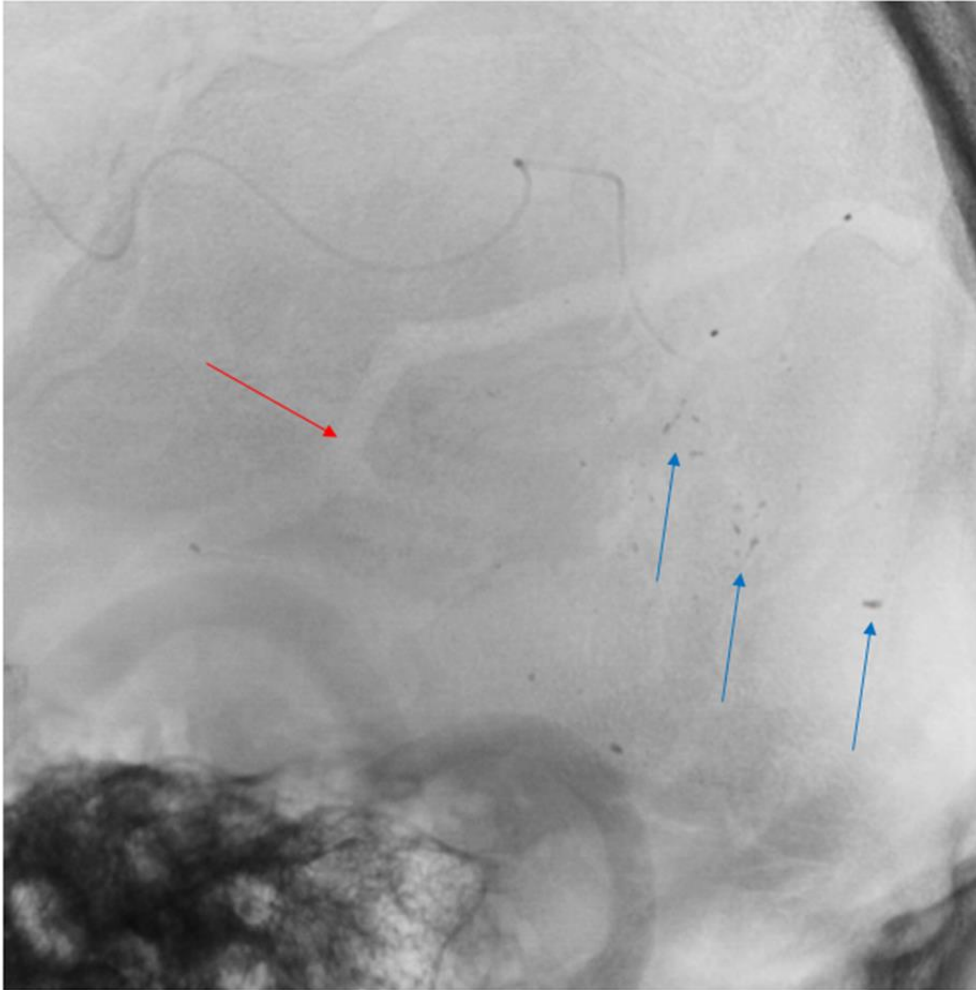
Безконтрастная рентгенография черепа в проекции АВМ, эмболизированной цианакрилатной композицией. Через 12 месяцев после эмболизации субтотальная резорбция эмболизационного материала с небольшими остаточными фрагментами (синие стрелки). Обращает на себя внимание истончение кости в области прилегания гипертрофированной оболочечной артерии (красная стрелка)
